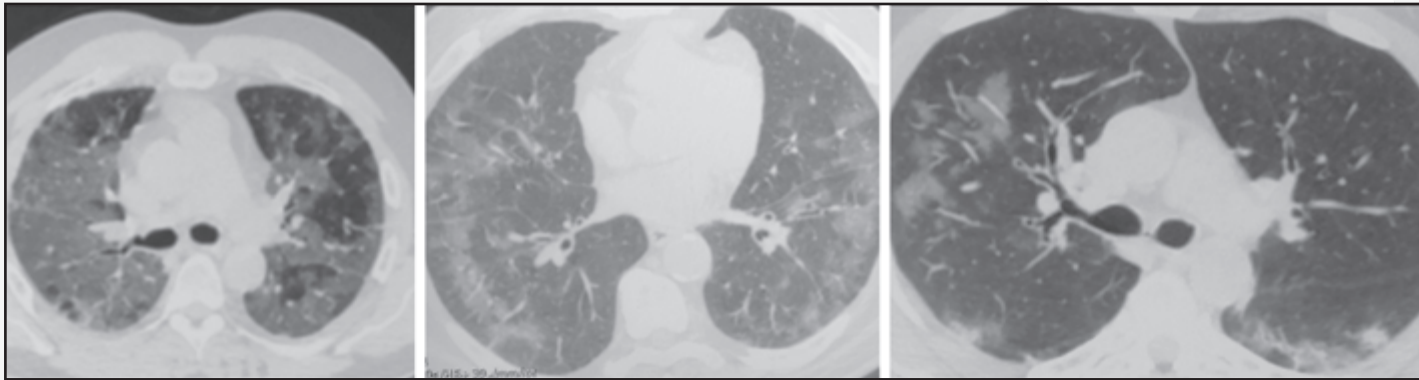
КТ ОГК без контрастування у хворих на нову коронавірусну інфекцію (COVID-19)
